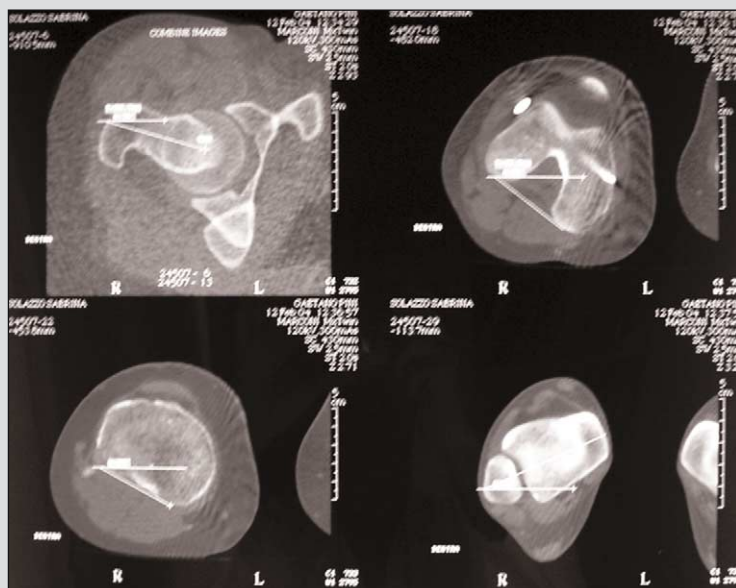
Studio torsionale TC post-operatorio (primo tempo)
